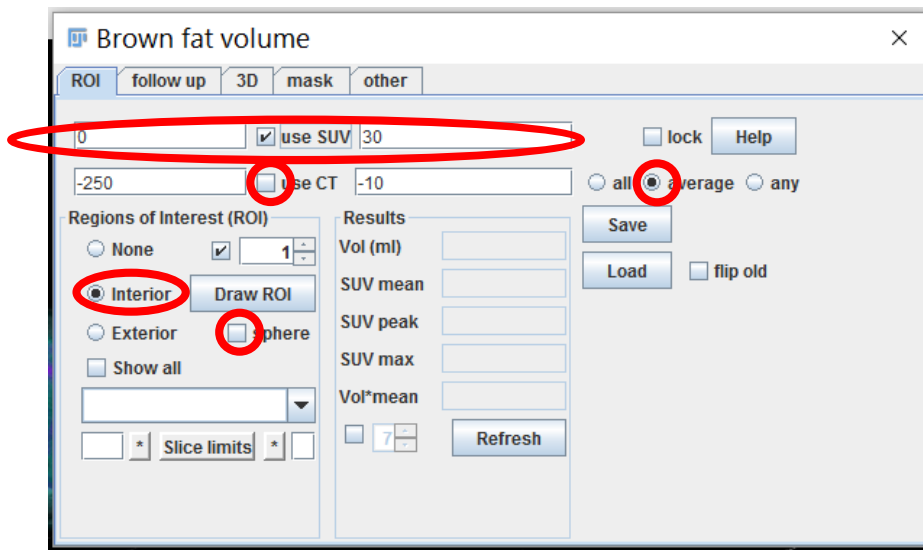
Como cuantificar la captación de 18F-FDG en otros tejidos diferentes al TAP
